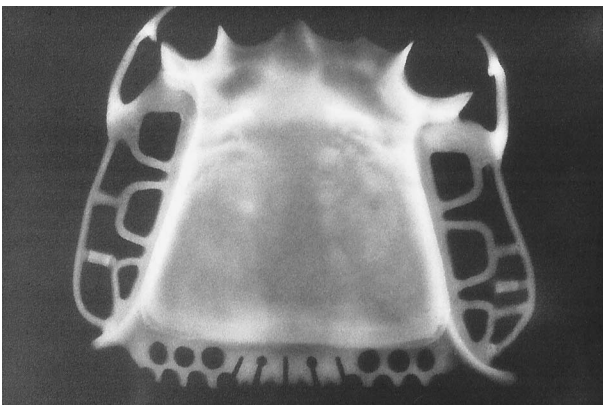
チタン金属床のX線写真。内部に鑄造欠陥を含まない大型鑄造が可能になっている
